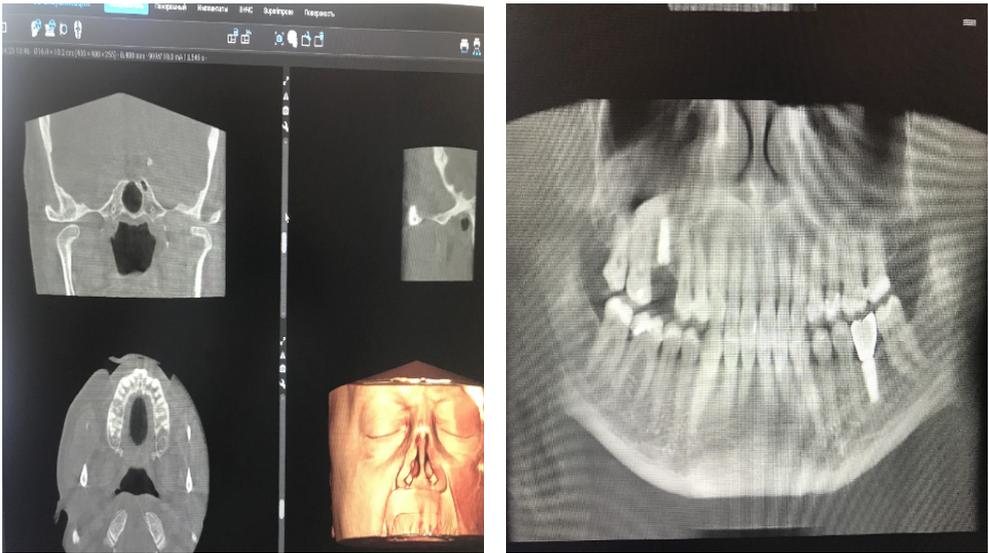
Пациент Ш., 51 год. Состояние после лечения. Рентгенологический контроль (КЛКТ) состояния зубов, нормализации положения суставных головок ВНЧС
